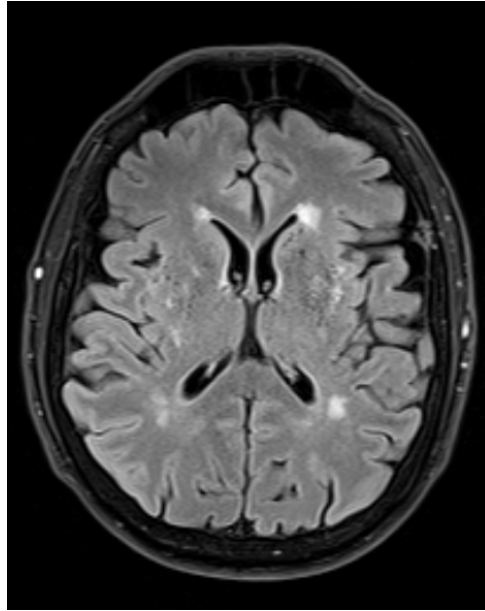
Secuencia FLAIR, las lesiones son visibles como hiperintensidades
